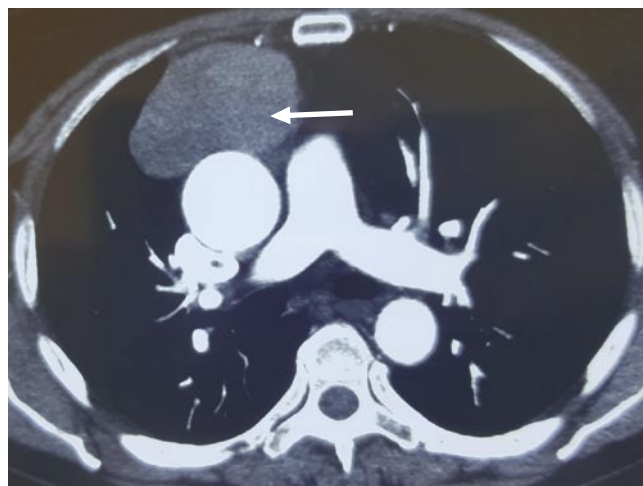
КТ (органов грудной клетки) с в/в контрастированием. Стрелкой указана тимома.
